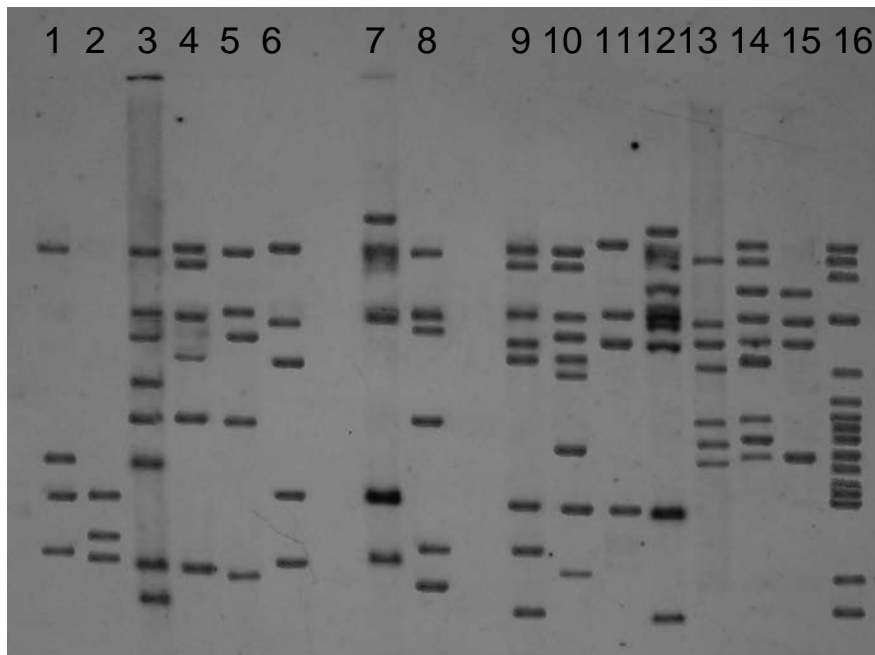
Imagem de uma auto-radiografia contendo o RFLP-IS6110 de 15 amostras de *Mycobacterium tuberculosis*. Raias 1 a 15- Perfis de RFLP de 15 amostras extraídas de *M. tuberculosis*. Raia 16- Cepa padrão H37Rv
